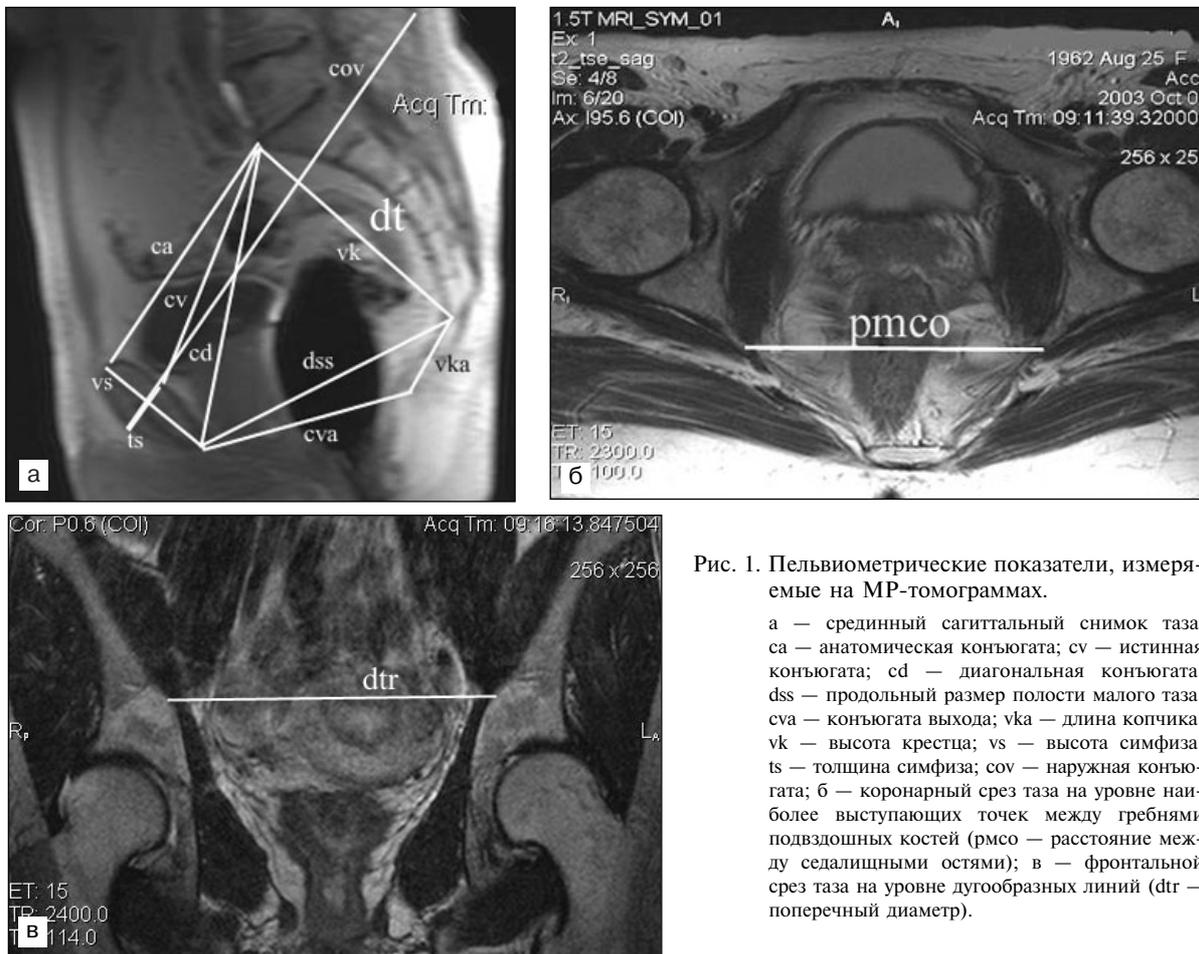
Пельвиометрические показатели, измеряемые на МР-томограммах.
